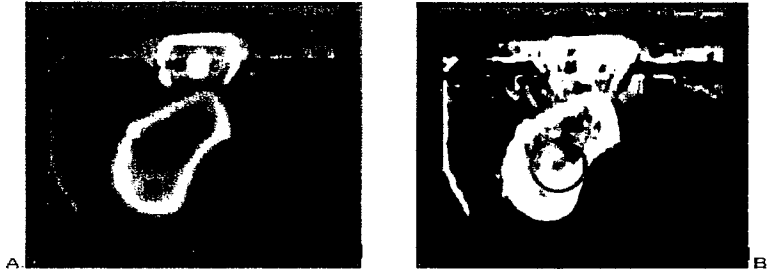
A: Se observa una tomografía computarizada en la cual no se aprecia el canal alveolar inferior, cuando se presenta una amplia escala de gris.
